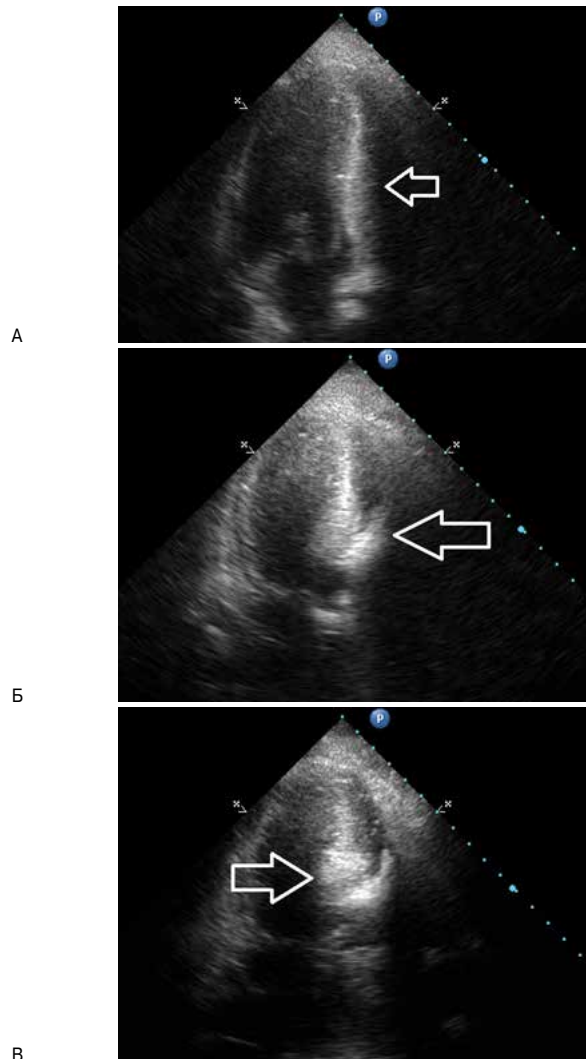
(А, Б, В). Результаты интраоперационной эхокардиографии. А — визуализация МЖП (указано стрелкой) до введения ультразвукового контраста. Контрастная эхокардиография МЖП (указано стрелкой) при введении ультразвукового контрастного вещества в первую (Б) и во вторую (В) септальную ветви.
